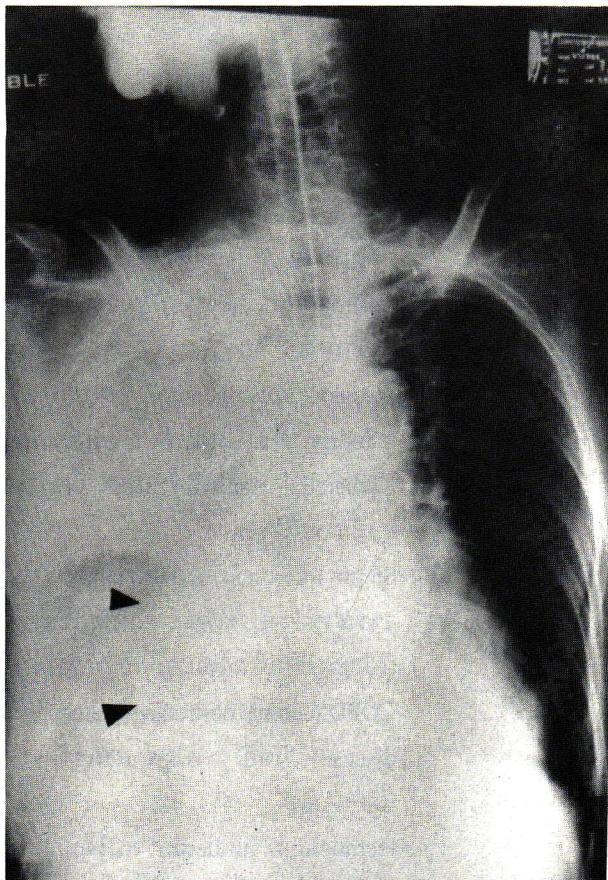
Portable chest x-ray on the admission date.
